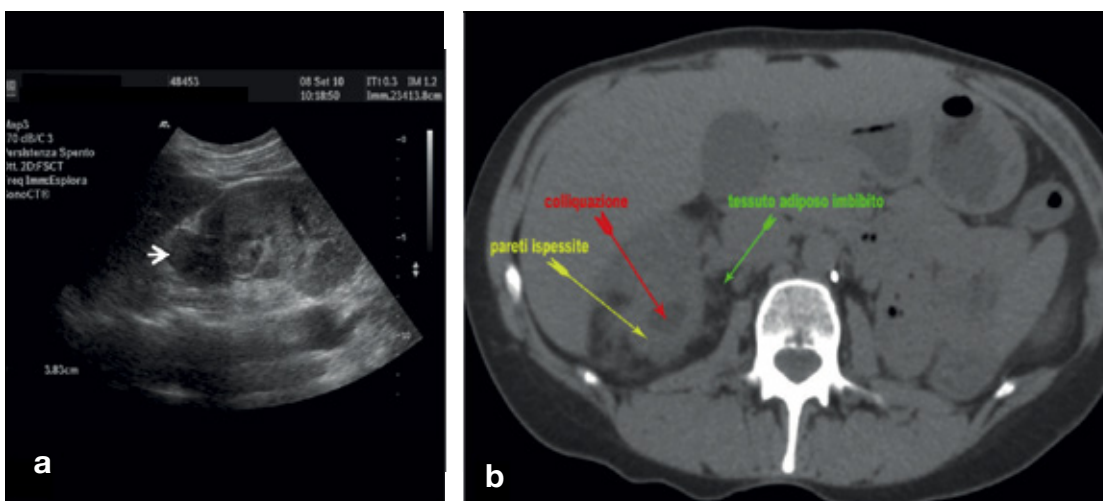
Ascesso renale in sede polare superiore destra. a) All'ecografia B-mode si rileva area disomogena a margini mal definiti (freccia); b) Reperto confermato alla TC senza mdc (freccie); Gentile concessione della dr.ssa Mudoni UOC Nefrologia e Dialisi Tricase, Lecce.
